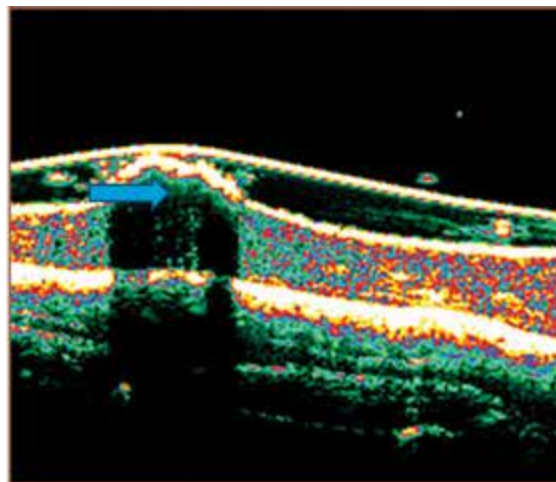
• Vysokofrekvenčný sonograf DermaScan® C
